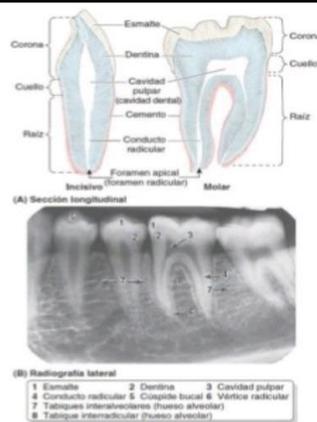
Sección de los dientes. A) Incisivo y molar. En las personas vivas, la cavidad pulpar es un espacio hueco en el interior de la corona y el cuello del diente que contiene tejido conectivo, vasos sanguíneos y nervios. La cavidad se estrecha hacia abajo, formando el conducto radicular, en un diente de una sola raíz, o un conducto radicular por raíz en un diente multiradicular. Los vasos y nervios entran o salen a través del foramen apical. B) Radiografía de dientes premolares y molares maxilares que muestra las características descritas en la parte A.
